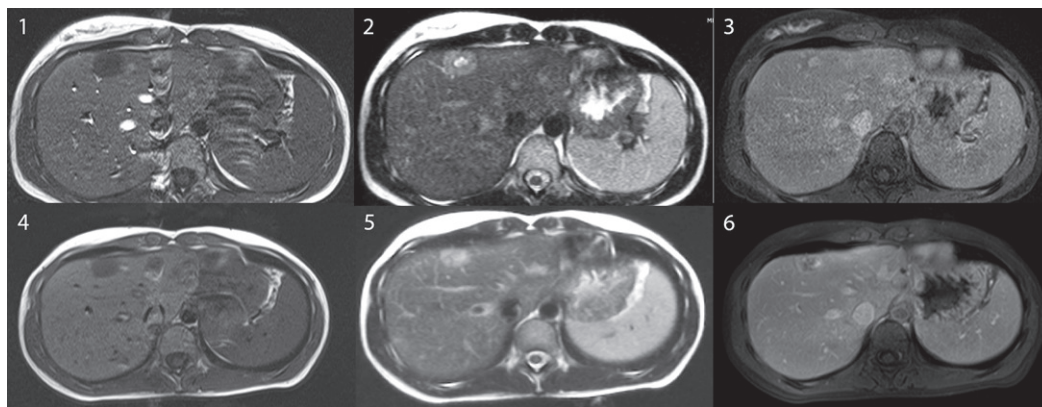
Магнітно-резонансні томограми печінки хворі: 1,2,3 – 2019 р., 4,5,6 – 2020 р.
